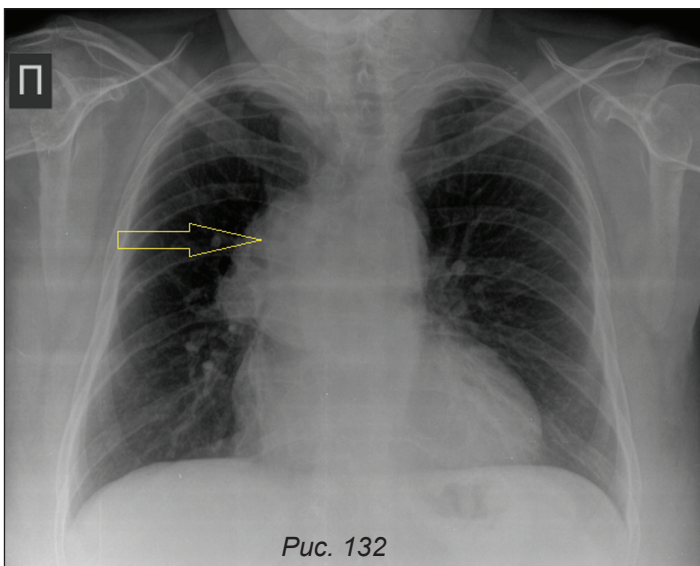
Рентгенография органов грудной полости в прямой и боковой проекциях. Коарктация аорты
